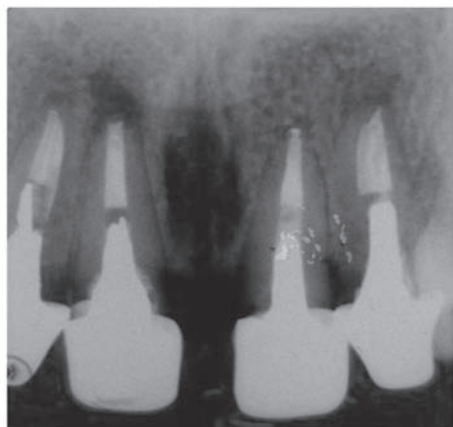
Exame radiográfico periapical inicial.
